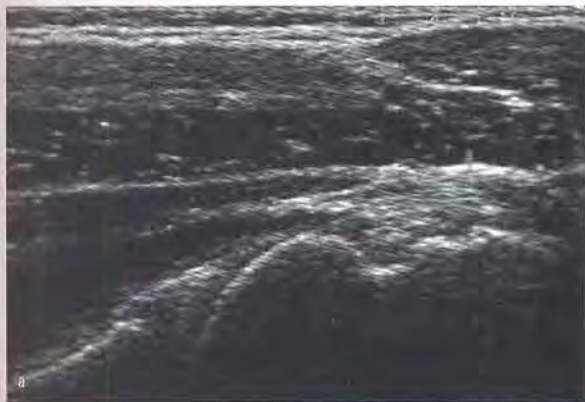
26-jährige Patientin mit typischem sonographischem Befund eines Hill-Sachs-Defekts des rechten Schultergelenks in der dorsalen Transversal- (a) und Longitudinalschnittebene (b). Die Impressionsfraktur des Humeruskopfs kommt als Unterbrechung der Humeruskortikalis mit Basisreflex zur Abbildung. (Abb. 7-19a und b mit freundlicher Genehmigung des Thieme-Verlags aus: Konermann W, Gruber G (2000) Ultraschalldiagnostik der Stütz- und Bewegungsorgane. Thieme, Stuttgart–New York.)
